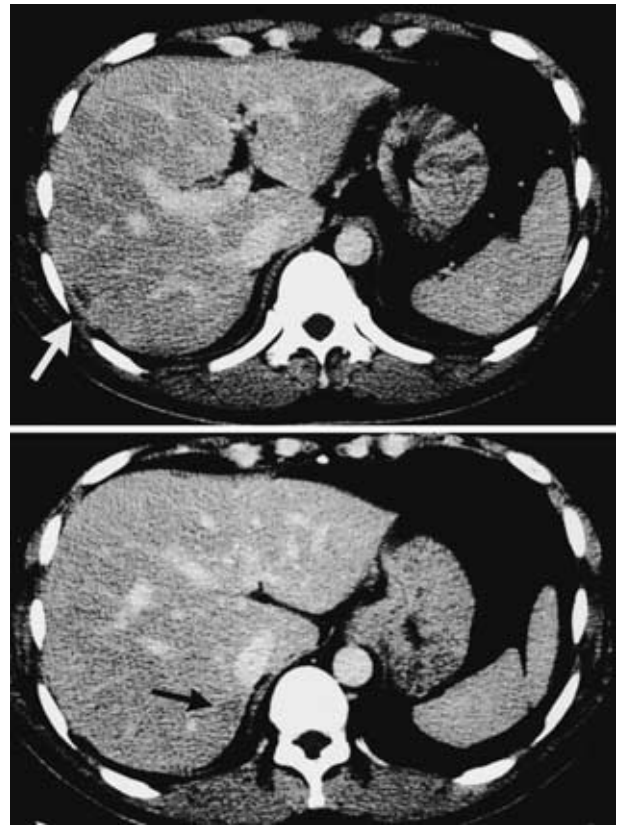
Abdominal CT scan on the first admission, showing small nodules in the liver (arrows)
